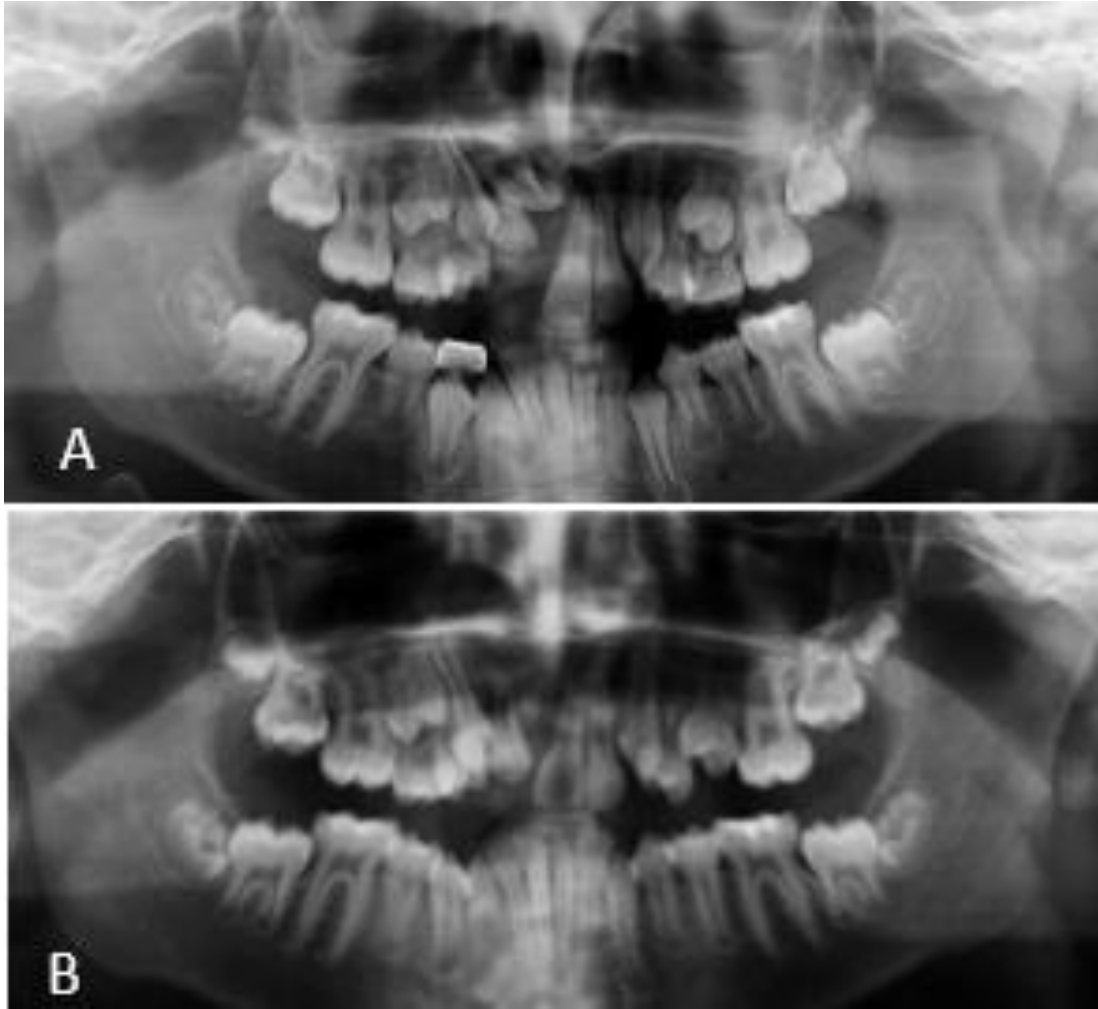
Ortopantomografía. A) Inicial B) Final. Fuente Clínica de Admisión, ENES UNAM León.
